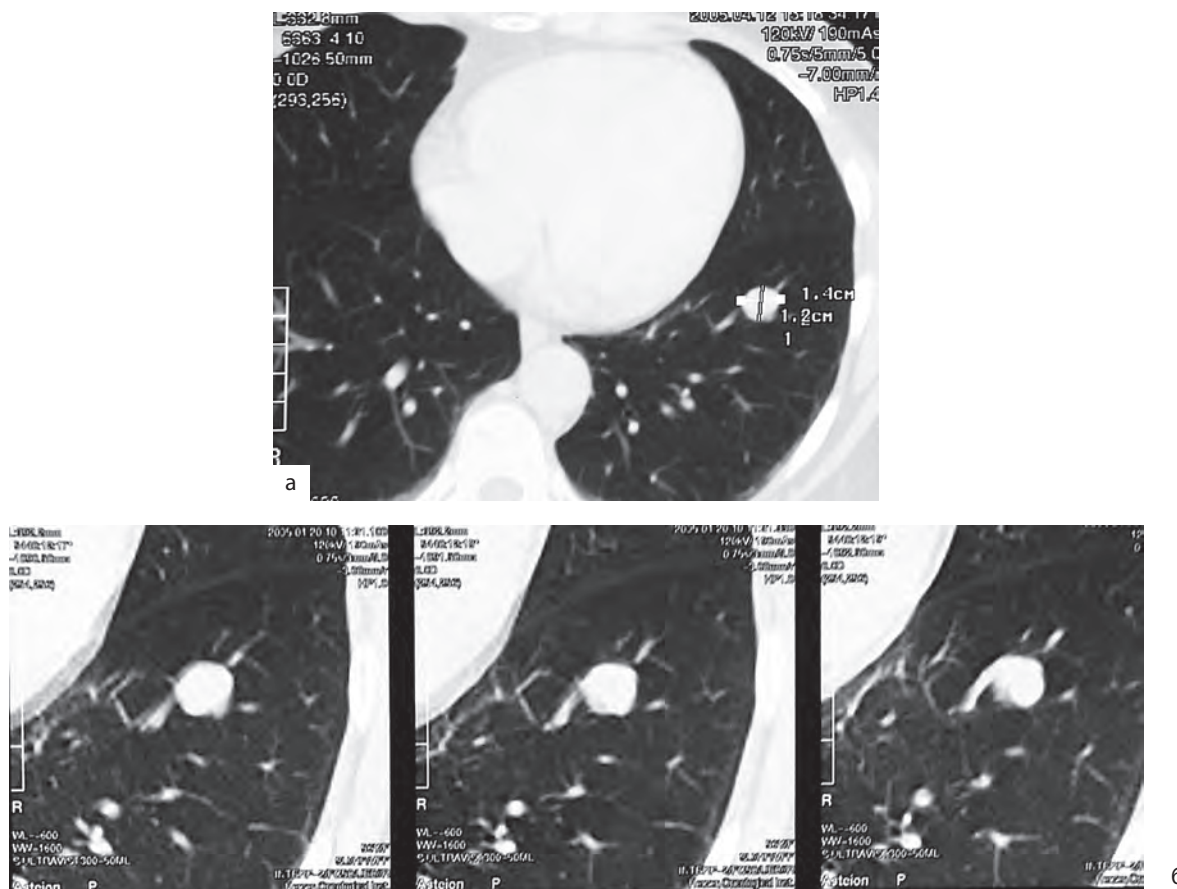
Компьютерная томограмма органов грудной клетки. Периферический атипичный карциноид верхней доли правого легкого
